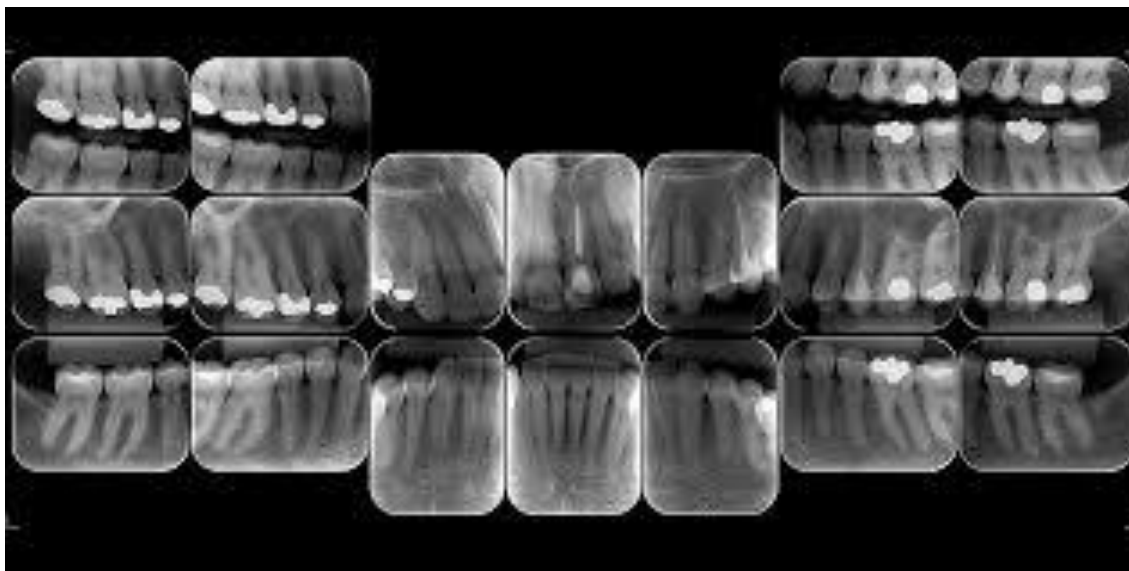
Radiografias interproximais (fileira de cima) e periapicais (demais fileiras)
